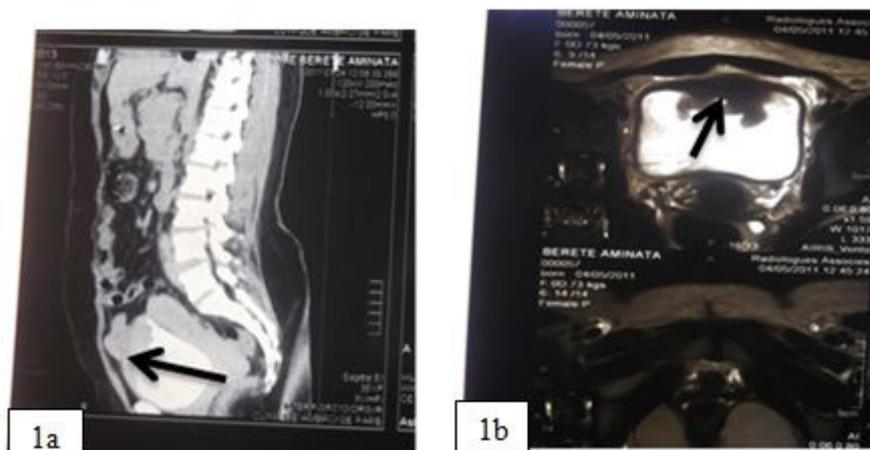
Image hypodense de la paroi antéro-supérieure de la vessie en coupe sagittale au scanner (1a) et frontale à l'IRM (1b)
